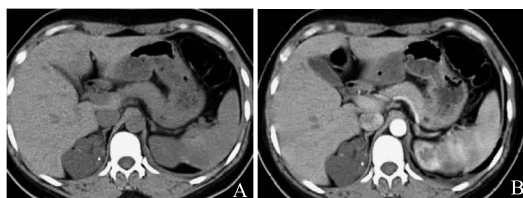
患者, 女, 36 岁, 右侧肾上腺占位, CT 平扫呈分叶状, 伴散在点状钙化灶 (A), 一期增强后无明显强化 (B)
